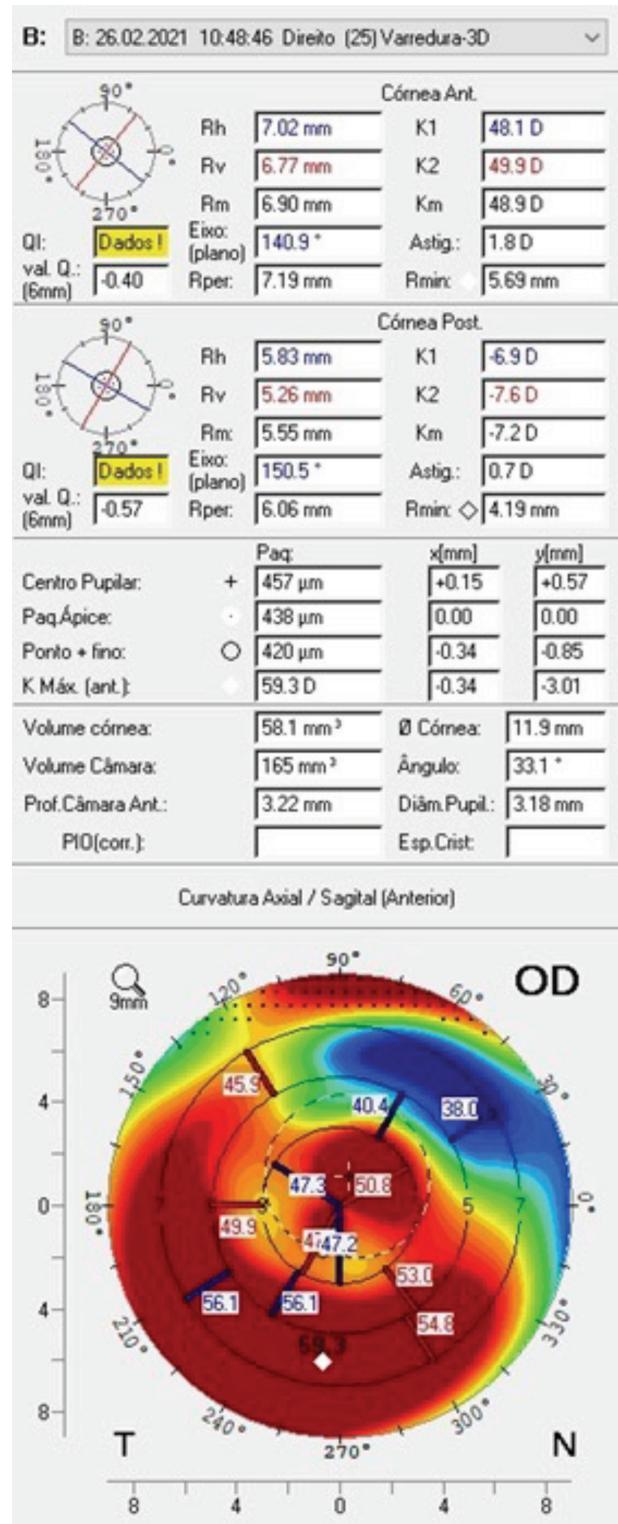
Tomografia de córnea de OD
